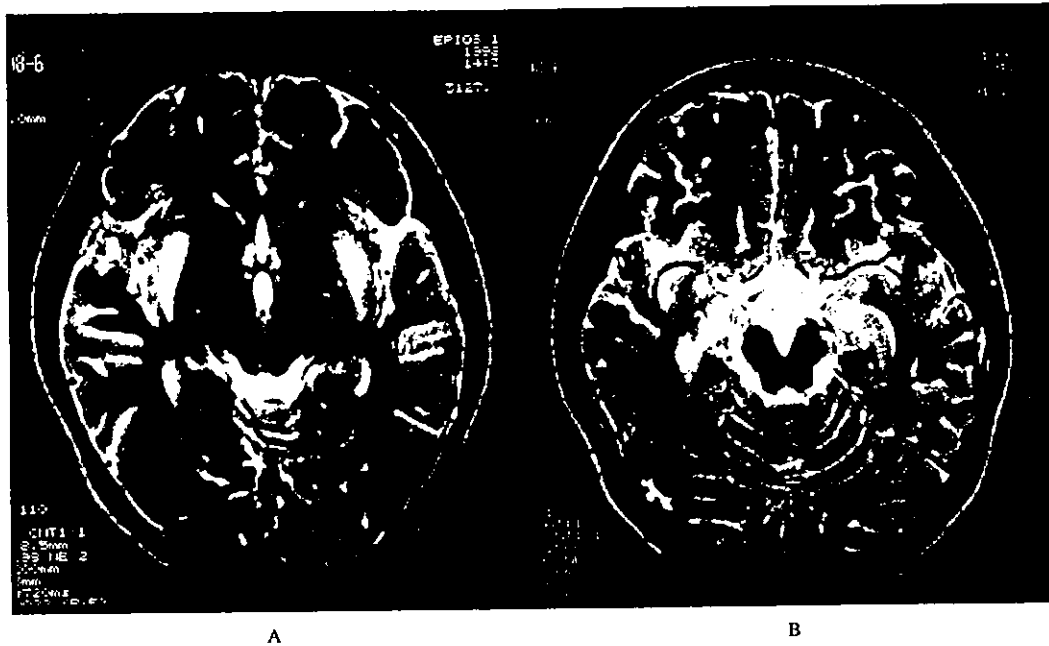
B 頭部 MRI 所見 (T₂強調画像)
